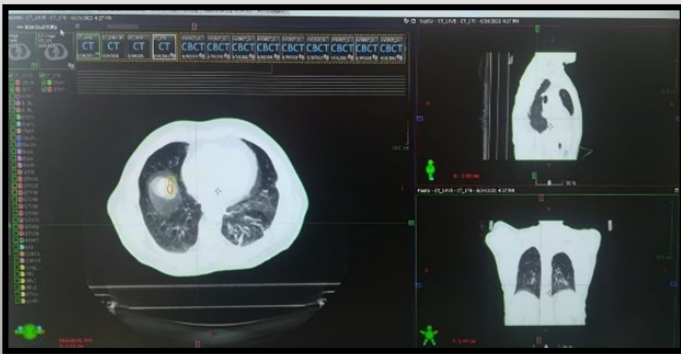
CT çekiminde solunum grafiğinden bir kesit
